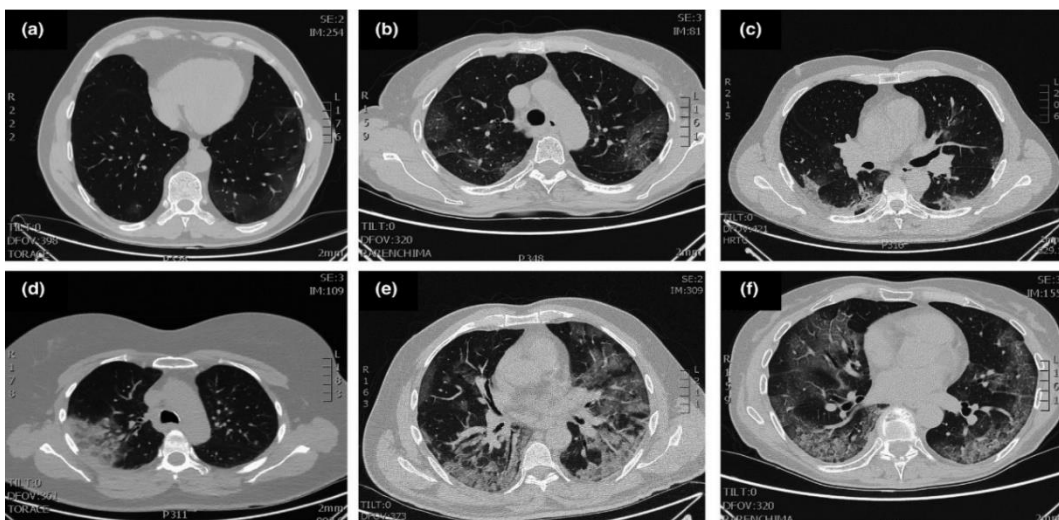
Patrones típicos de COVID-19 en imágenes de TC. Sombras en vidrio esmerilado (etapa temprana). Opacidades en vidrio esmerilado. Nódulos en vidrio esmerilado y consolidación subpleural. Consolidación focal. Consolidación multifocal. Consolidación multifocal con nido de abeja (etapa final).
